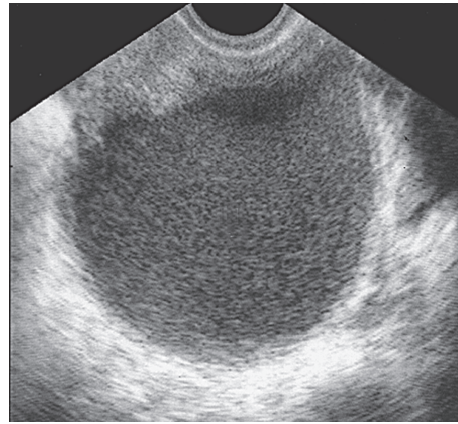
Эндометриоидная киста однородной структуры. Поперечное трансвагинальное УЗИ-сканирование
